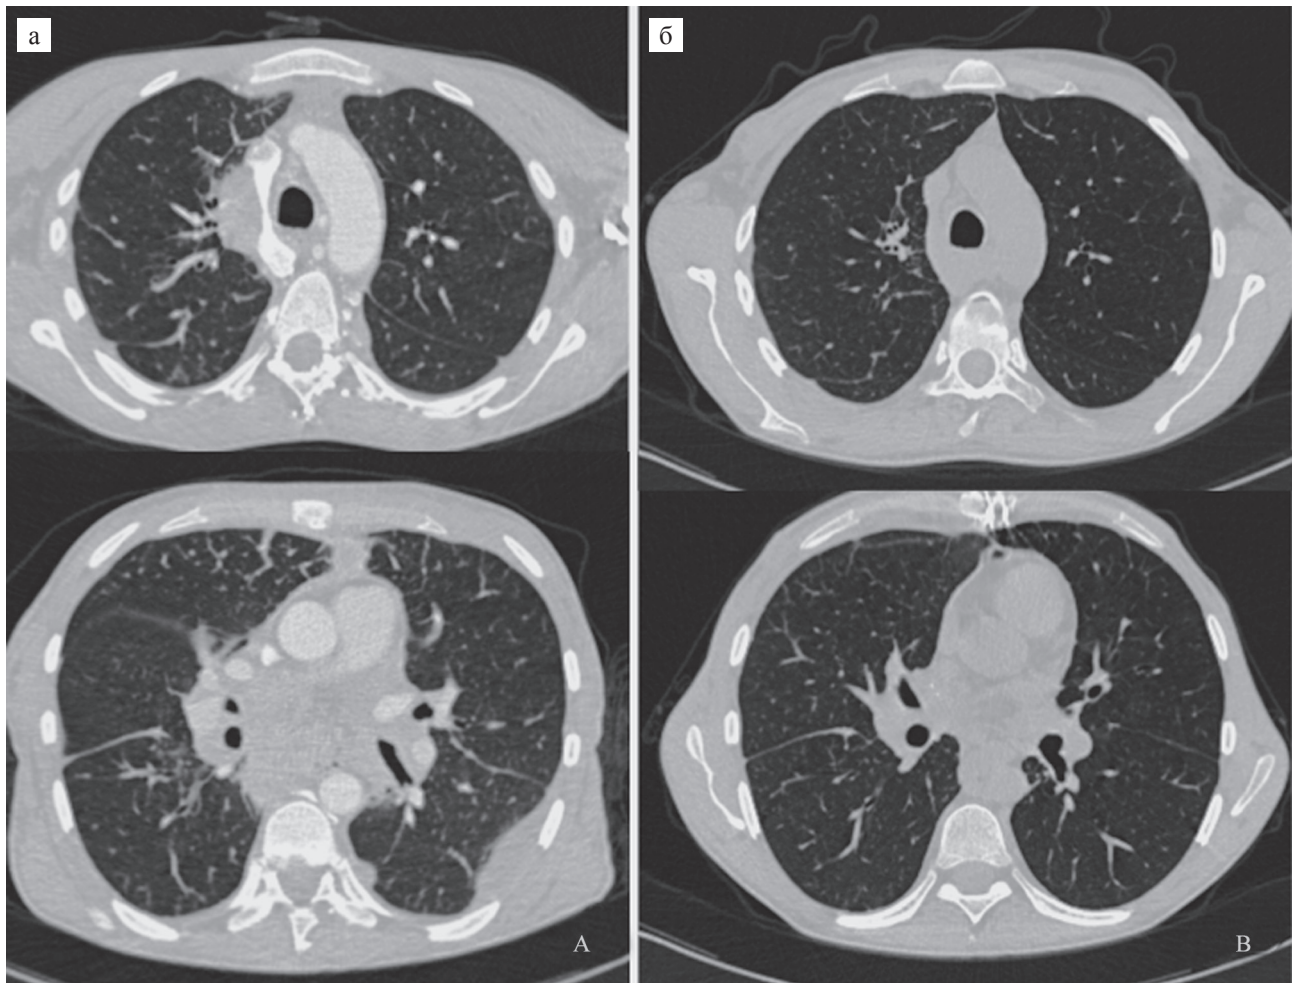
Компьютерная томография органов грудной клетки: а – в период рецидива инфекции *B. cepacia* (имеются полисегментарные инфильтративные изменения, выраженные интерстициальные изменения, выраженная лимфаденопатия средостения и корней обоих легких с формированием единого конгломерата лимфатических узлов, гидроторакс слева); б – при контрольном исследовании в срок 10 мес. после трансплантации (регресс всех патологических изменений)
